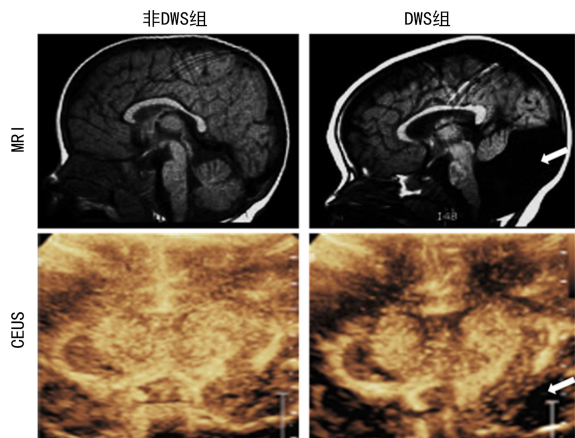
两组新生儿的典型 MRI 和胎儿 CEUS 图像
